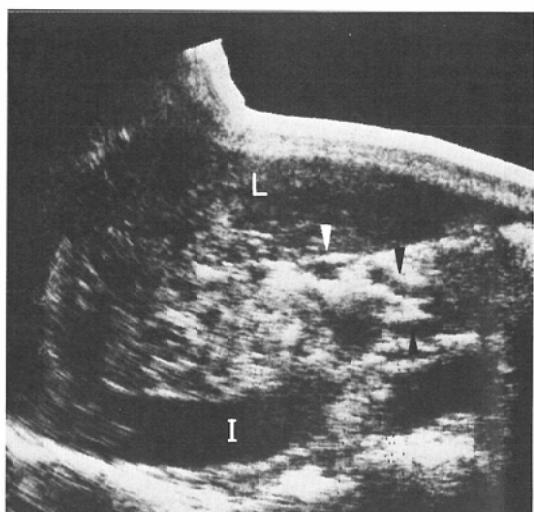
Longitudinal ultrasonogram through liver and the inferior vena cava shows irregular transonic tubular structures (arrowheads) which represents the collateral venous channels. (L=liver; I=inferior vena cava ; SMV=superior mesenteric vein)
